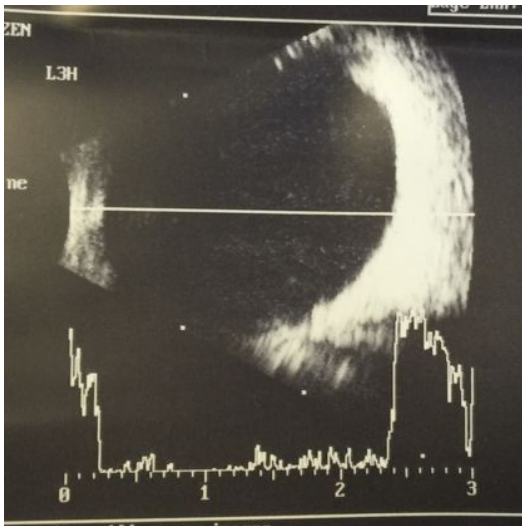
Ultrassonografia de OE
